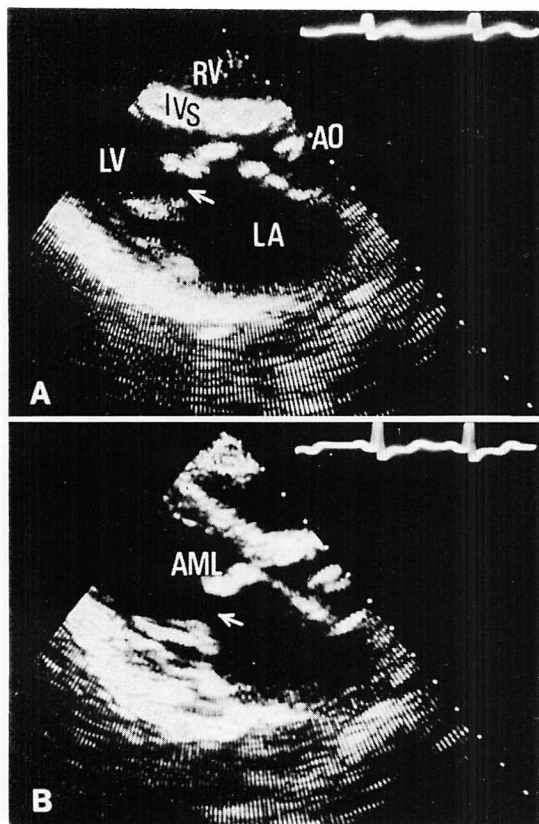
Long-axis views of the two-dimensional (2D) echocardiograms before (A) and after (B) closed mitral commissurotomy (CMC).
